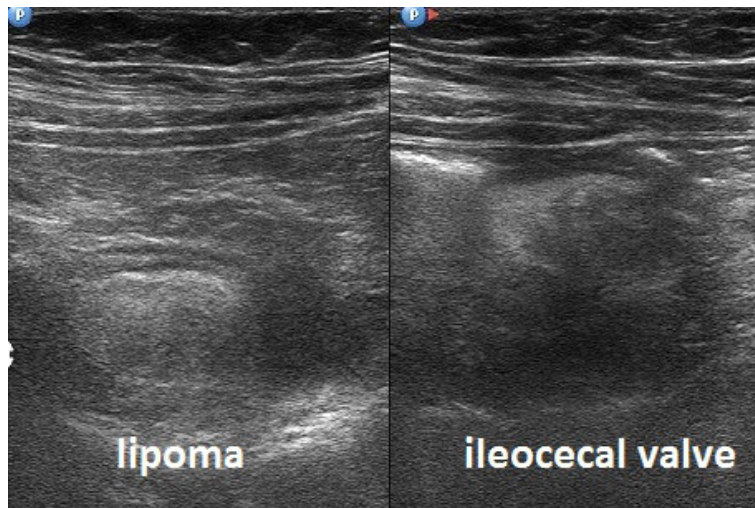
Badanie USG na czczo z zastosowaniem ucisku głowicą pokazuje na dwóch przekrojach otłuszczonej i zamkniętej ZKK (strzałki)
